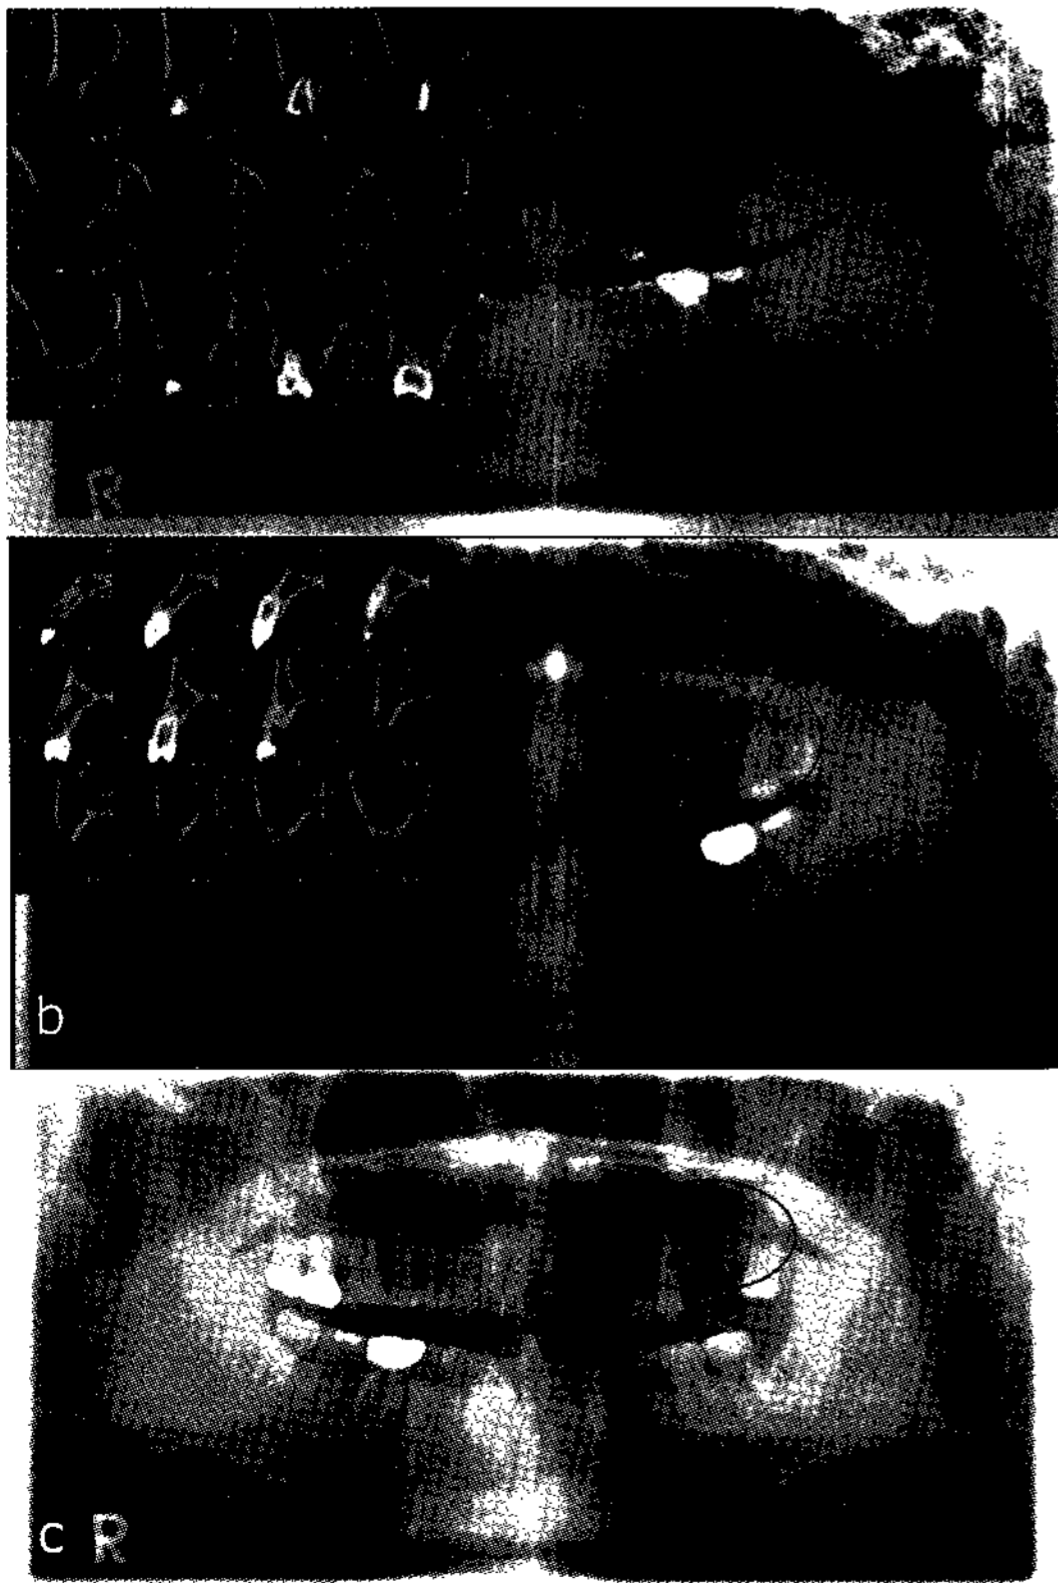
술전 방사선 소견. 모든 환자에서 임플란트 식립에 부족한 골량(5mm 미만)을 나타내고 있다. (a) Case 1 (b) Case 2 (c) Case 3
